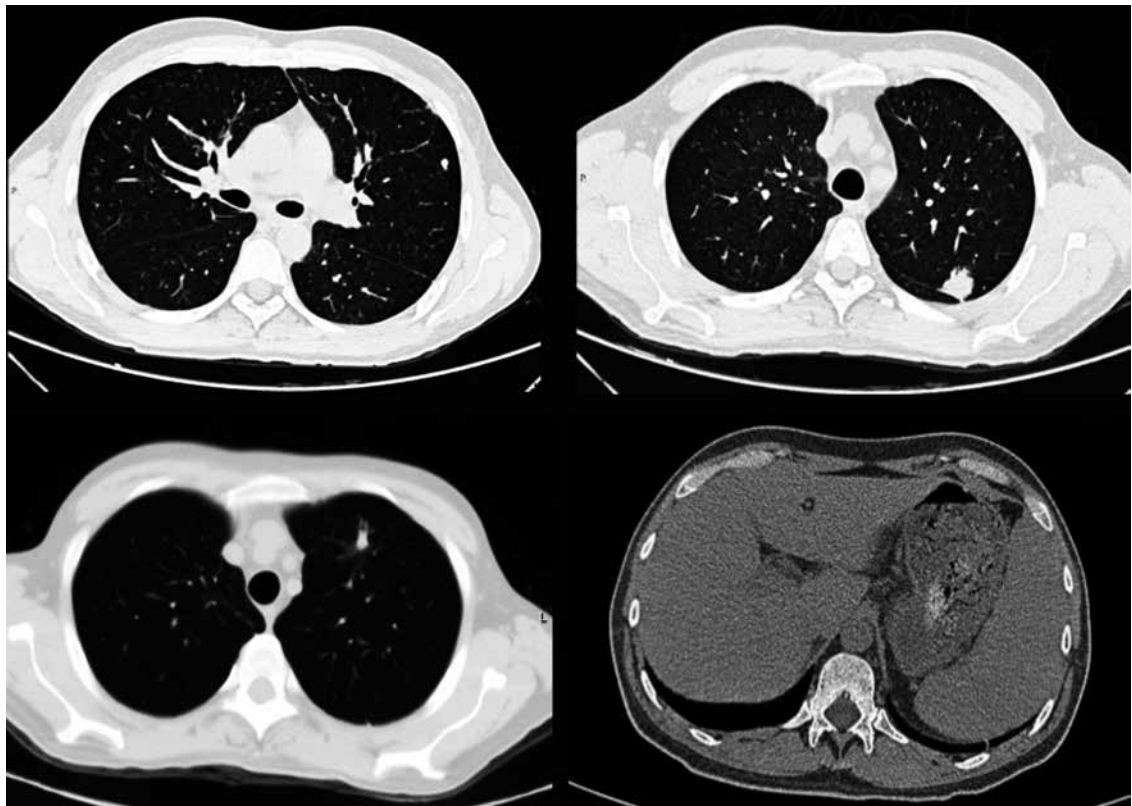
Tomografía toraco-abdominal en la que se ve la presencia de nódulos subpleurales y en parénquima, así como hepatoesplenomegalia
